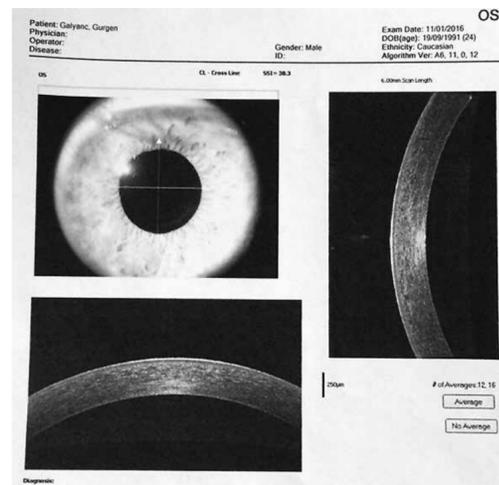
Данные оптической когерентной томографии на обоих глазах без патологии
